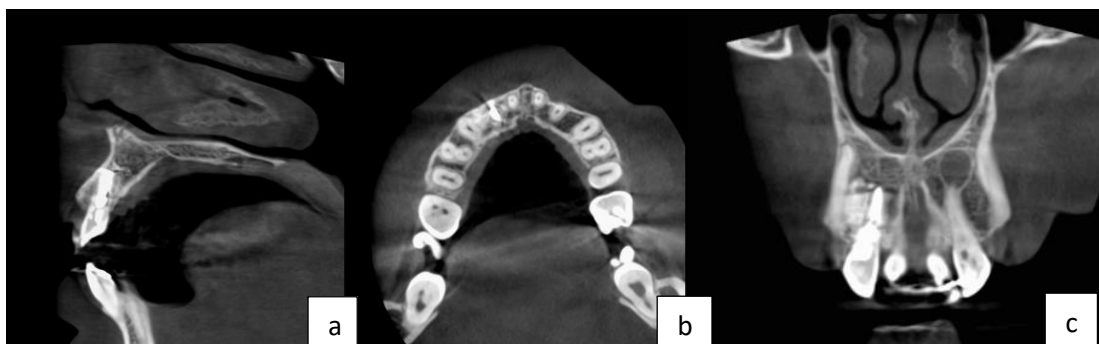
Tras 30 meses de la cirugía periapical se observa el diente 1.2 totalmente curado. Además, se observa nueva área periapical en el diente 2.2. a, corte coronal. b, corte sagital. c, corte axial.
